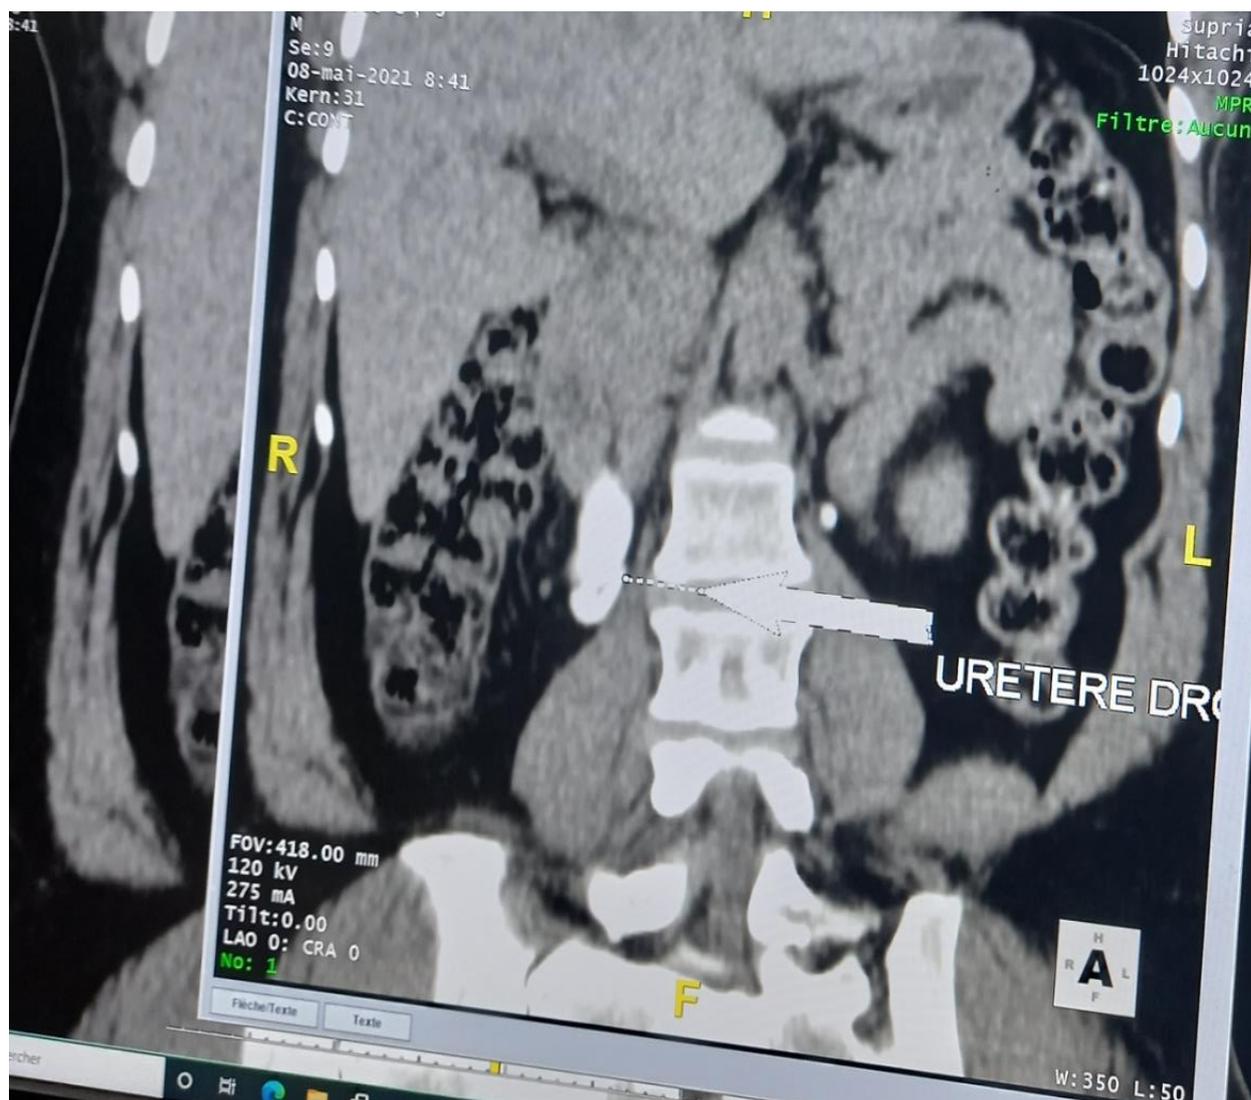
Uro-TDM avec Reconstruction coronale montrant la dilatation pyélique droite
